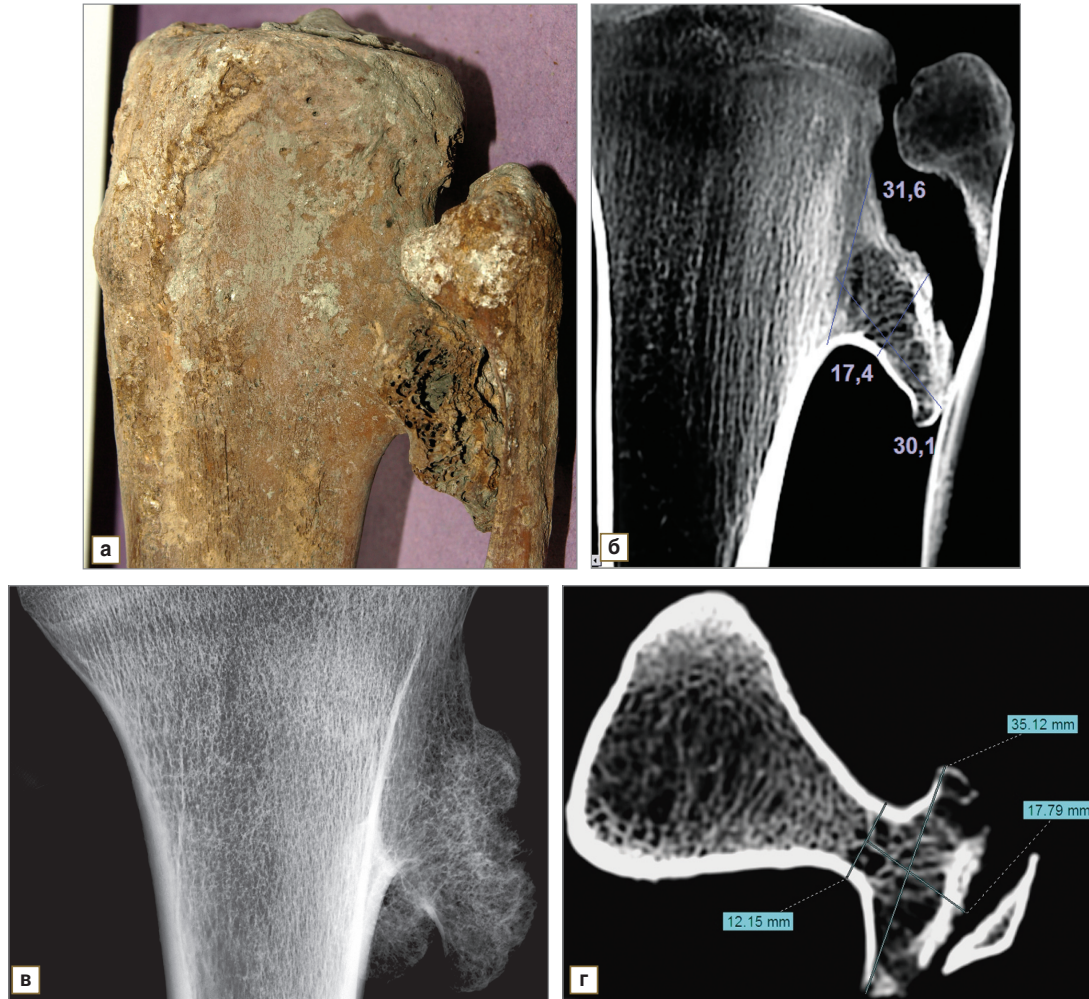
В результате лучевого исследования костей голени по латеральной поверхности большеберцовой кости на уровне проксимального эпифиза обнаружено объемное образование из губчатого вещества с нечетким, неровным наружным контуром (а — фото). Ось малоберцовой кости на данном уровне искривлена за счет латеральной девиации, отмечается атрофия ее головки и шейки. Костно-мозговой канал резко сужен, деформирован (б — конусно-лучевая томограмма). Данные лучевых исследований не позволяют исключить остеохондрому проксимального метаэпифиза большеберцовой кости (б, в — цифровая микрофокусная рентгенограмма с прямым двукратным увеличением изображения, г — мультисрезовая компьютерная томограмма)
